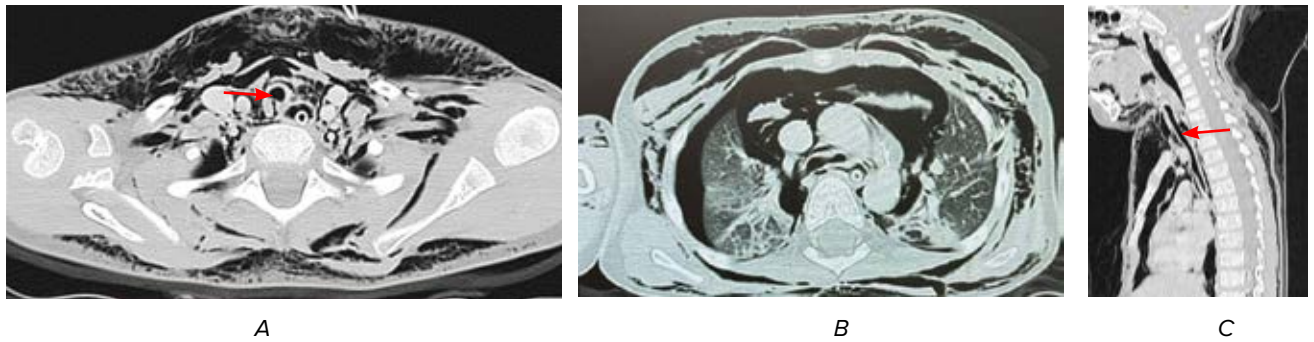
Комп'ютерна томографія дитини з травмою трахеї: А – аксіальна проєкція на рівні шийного відділу: дефект задньої стінки трахеї з витоком повітря (стрілка), емфізема шії, підшкірна емфізема; В – аксіальна проєкція на рівні біфуркації трахеї: підшкірна емфізема грудної стінки, пневмомедіастинум, двобічний пневмоторакс (у лівій плевральній порожнині – дренаж); С – сагітальна реконструкція комп'ютерної томографії: ділянка розриву трахеї з витоком повітря (стрілка), пневмомедіастинум, підшкірна емфізема шії і грудної стінки
